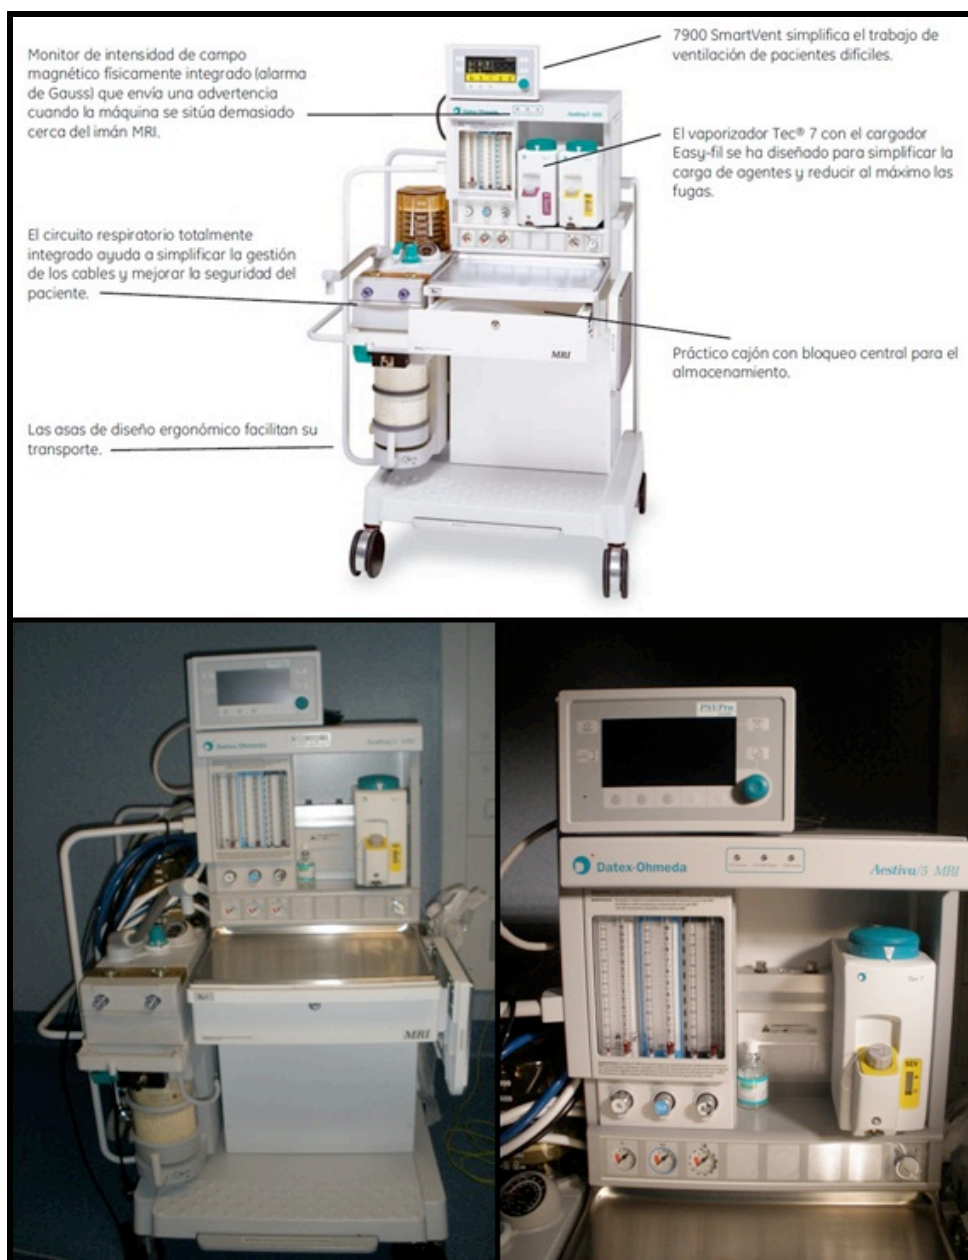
Equipo de anestesia compatible con RM Aestiva/5 MRI, PSVPro, SmartVent y Tec (Datex-Ohmeda, Inc. General Electric Healthcare®, Madison, EEUU.)
